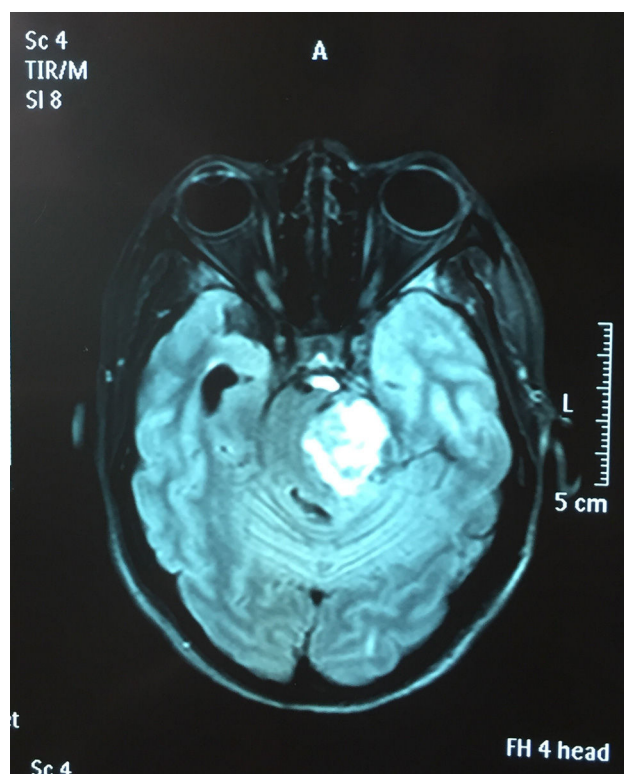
Corte axial FLAIR.
